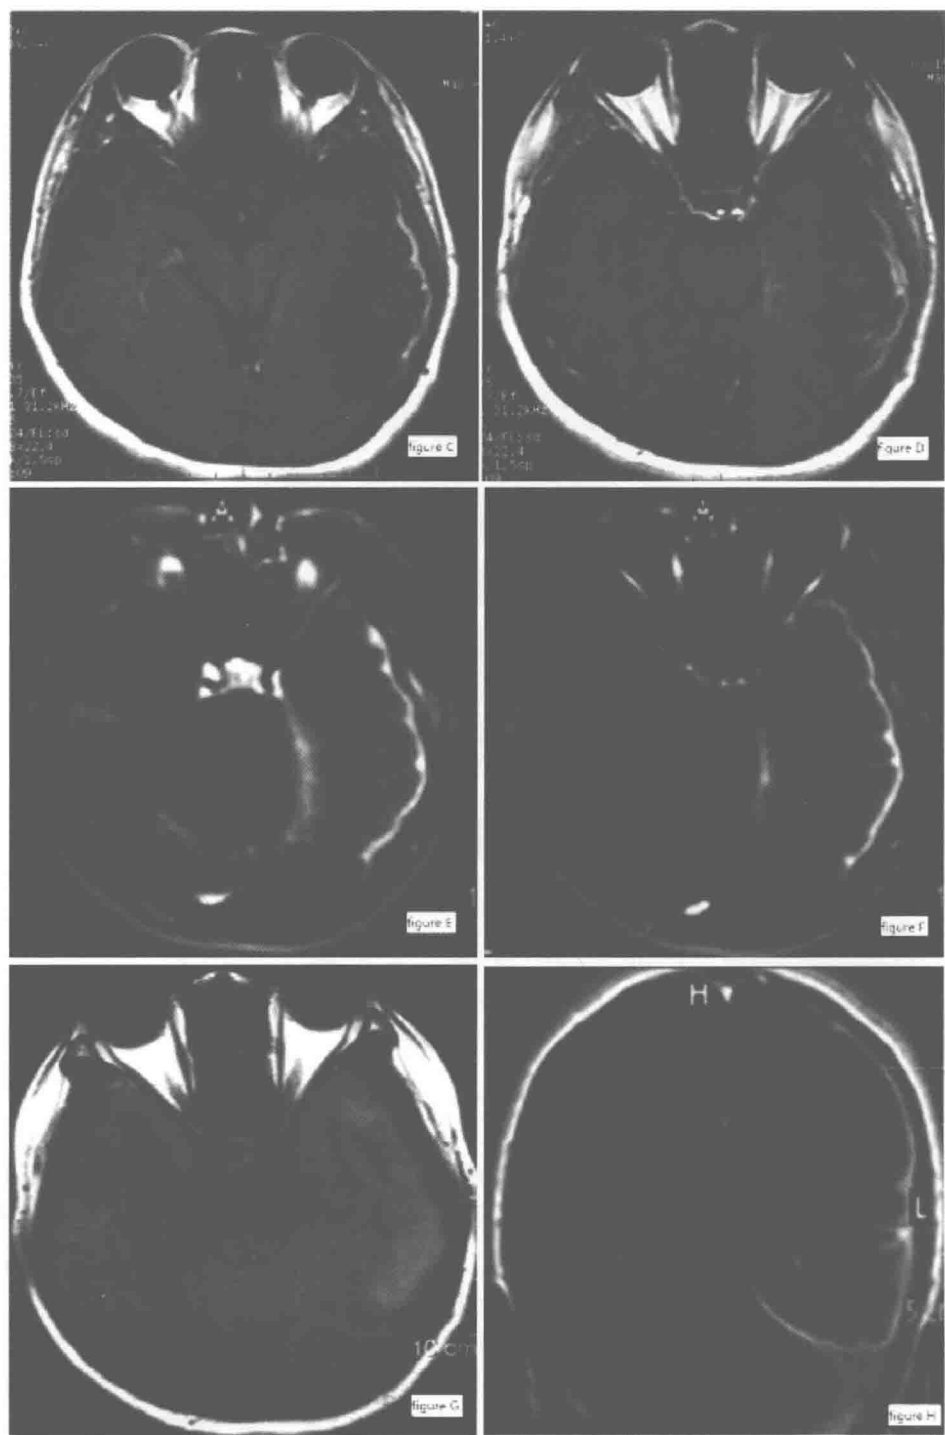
患者 MRI 平扫及增强扫描可见左侧颞叶长 T2 信号，左侧颞叶硬脑膜强化
